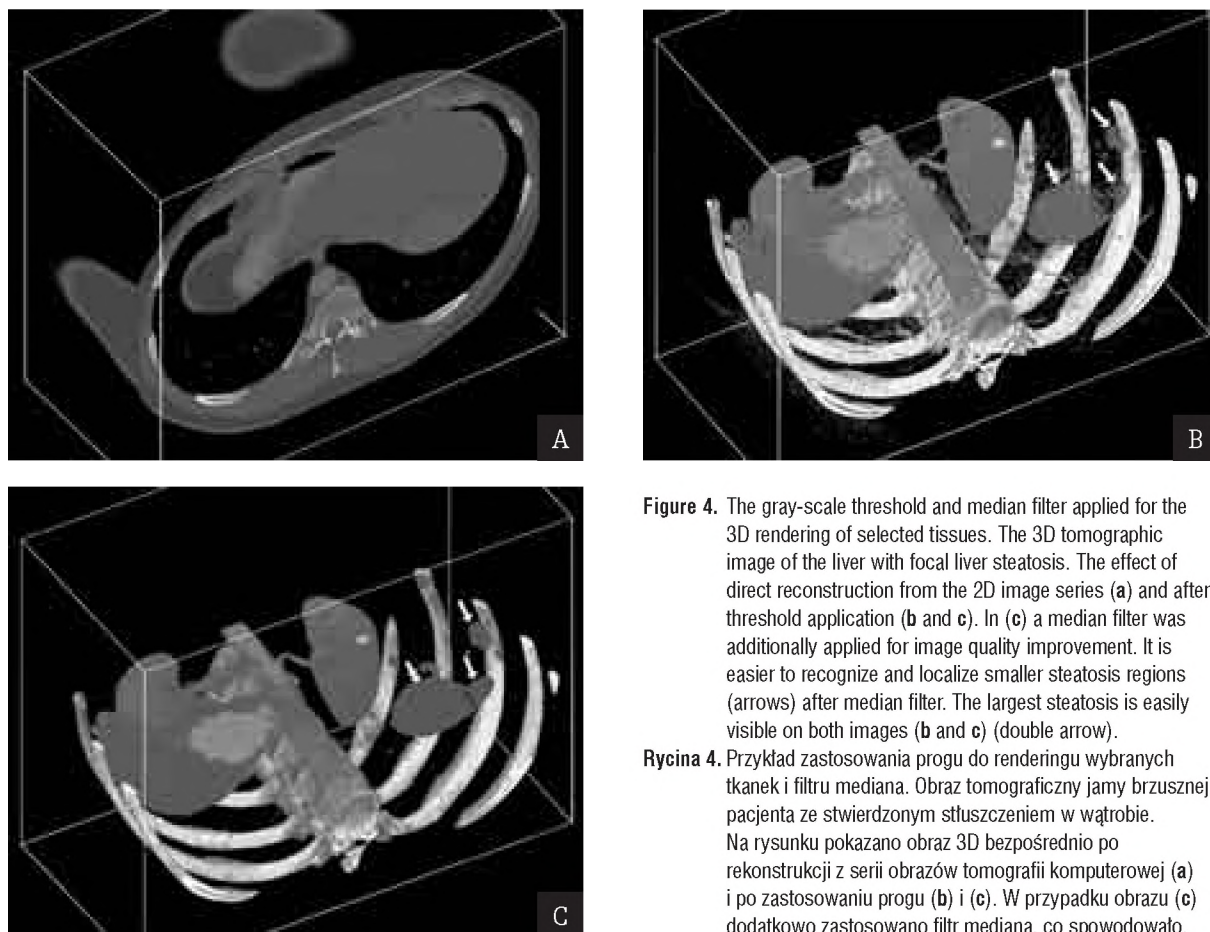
The gray-scale threshold and median filter applied for the 3D rendering of selected tissues. The 3D tomographic image of the liver with focal liver steatosis. The effect of direct reconstruction from the 2D image series (a) and after threshold application (b and c). In (c) a median filter was additionally applied for image quality improvement. It is easier to recognize and localize smaller steatosis regions (arrows) after median filter. The largest steatosis is easily visible on both images (b and c) (double arrow).
